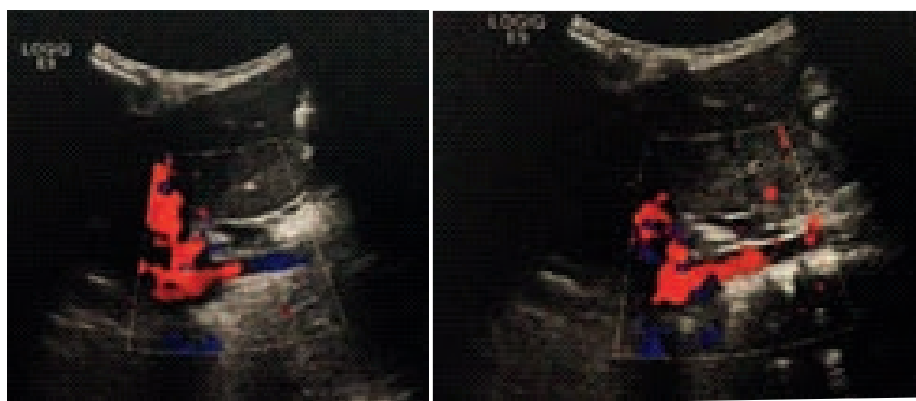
A e B. Ultrassonografia de possível sequestro pulmonar com Doppler colorido. Massa hipocóica, predominantemente sólida, adjacente à borda esquerda do coração. No estudo revelou-se irrigação por ramo da aorta abdominal, com impressão diagnóstica de sequestro pulmonar extralobar esquerdo.
